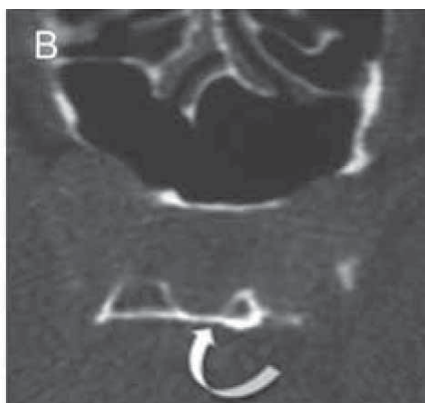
Задняя доля, имитирующая поражение гипофиза на коронарном T2-взвешенном изображении (А). Глубокая ямка гипофиза на аксилярной КТ (В)
